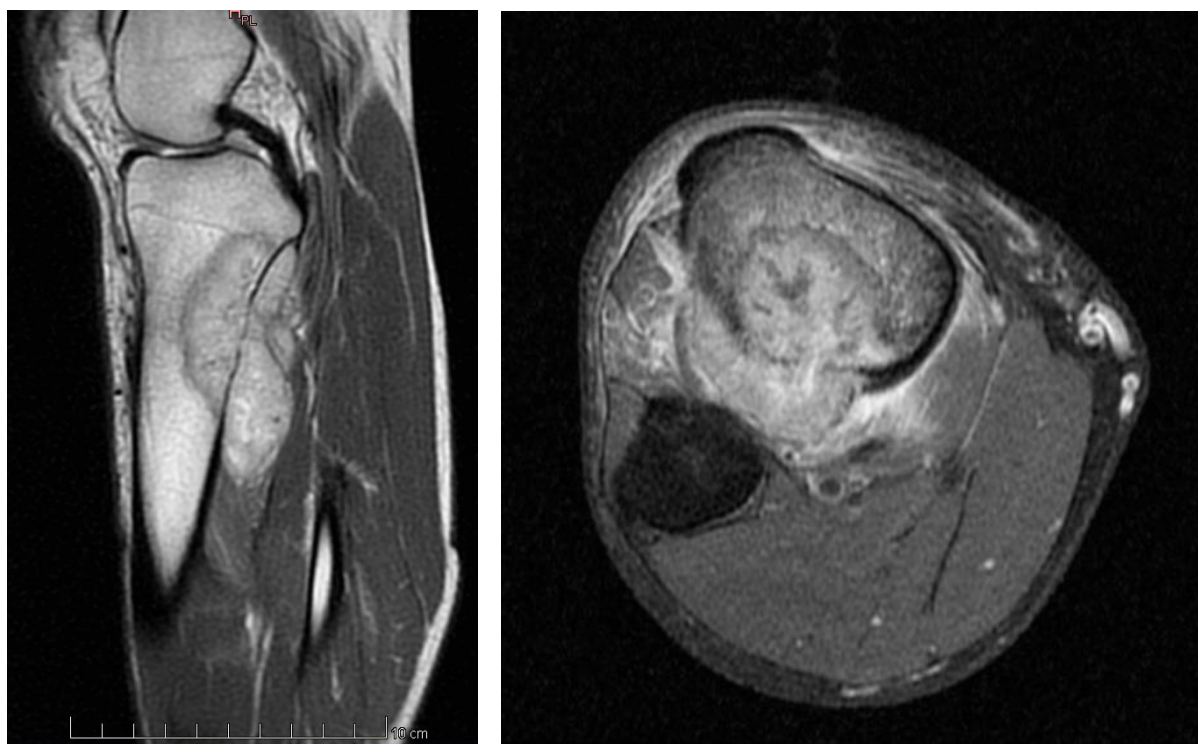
Sarcom Ewing tibie – aspect RMN (dreapta)
